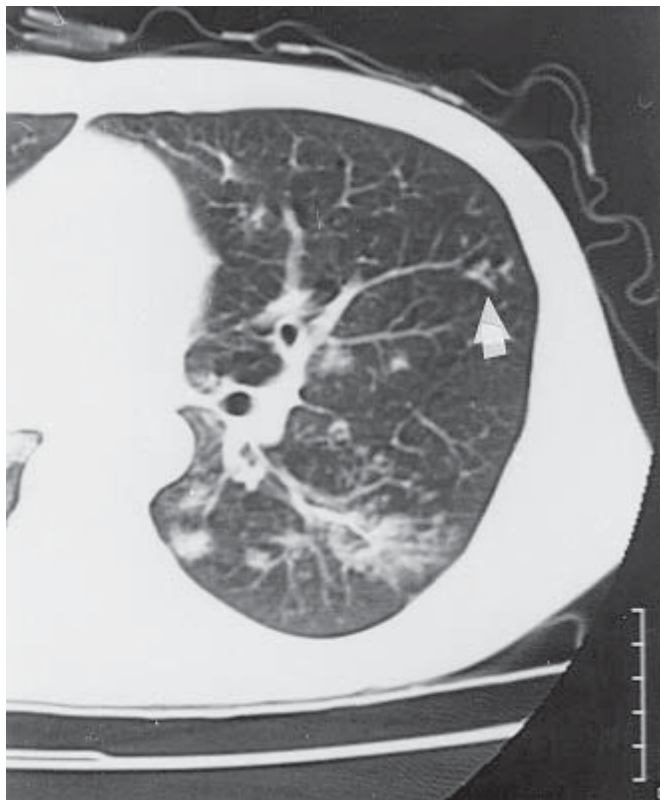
TC de tórax. Espessamento de paredes brônquicas (seta branca). Notam-se também micronódulos por vezes confluinto em nódulos maiores, assim como preenchimento bronquiolar traduzido por opacidades lineares ramificadas ("árvore em fluorescência") (seta preta).
